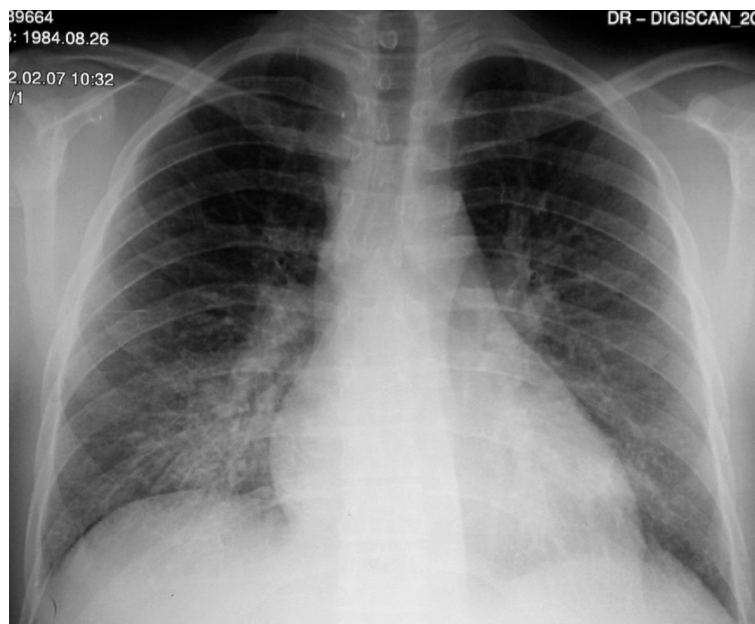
Telerradiografia torácica no dia da admissão hospitalar.
